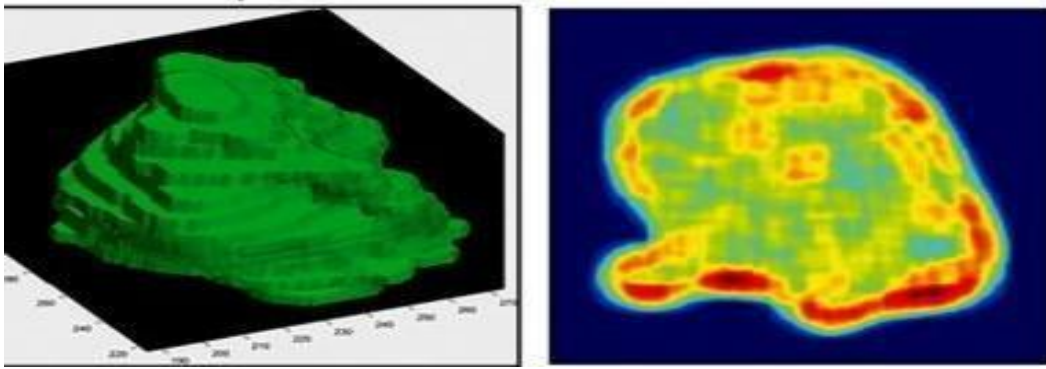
Biomarqueur de forme dans une IRM de prostate Cancer de la zone périphérique, score de Gleason
